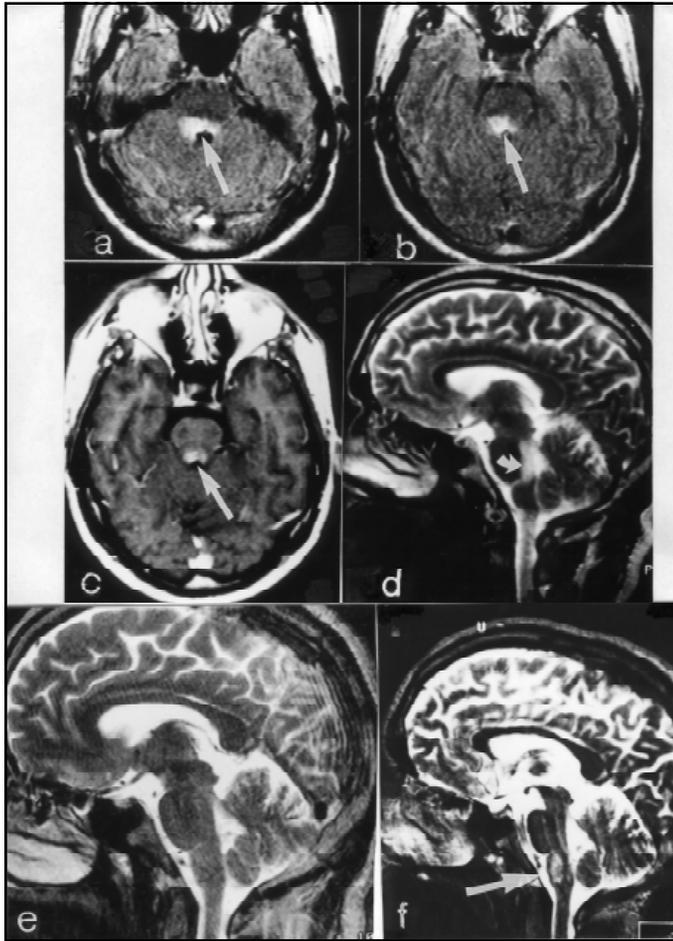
Paciente 4. Imagens em plano axial T2/ FLAIR, mostrando lesão com hipersinal na porção súpero-posterior da ponte (a, b); T1 pós gadolínio, com impregnação homogênea de contraste (c); T2 sagital mostrando a mesma lesão com hipersinal em região súpero-posterior de ponte (d); RM no plano sagital, em T2, realizada 3 meses após a primeira, com desaparecimento da lesão (e); RM no plano sagital, em T2, realizada após a nova sintomatologia, 4 meses após a RM normal anterior, mostrando nova lesão, ovalada, em pirâmide bulbar com hipersinal (f).
